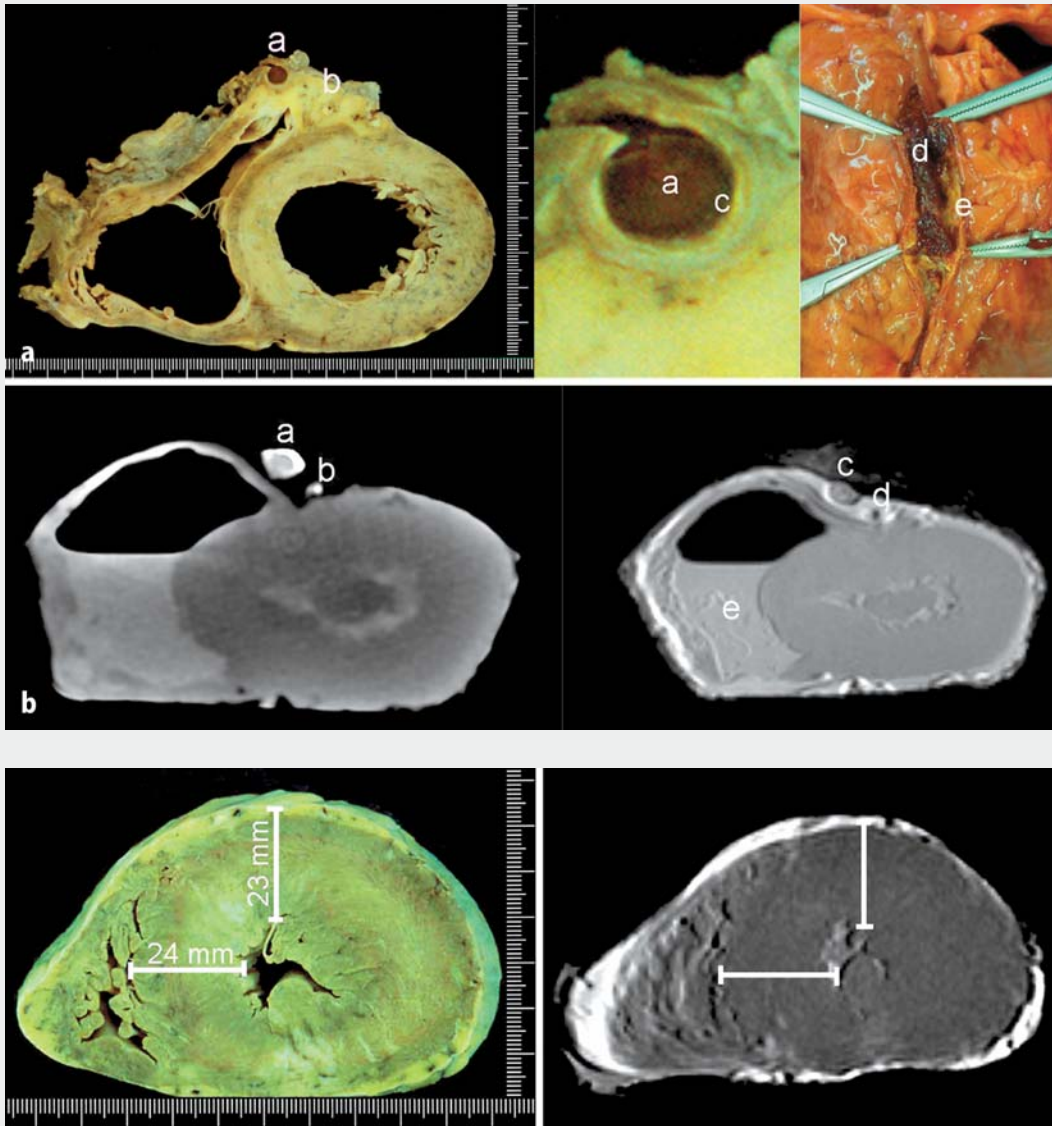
◀ a Thrombotisch verschlossener Single-Venen-Bypass (a) auf den nahezu verschlossenen RIVA (b), deutliche Kalkeinlagerung in die Venenwand (c), Thrombuslage (d) in verkalktem Veneninterponat (e), Abb. 7b Thrombosierung des Single-Venen-Bypass aus Abb. 7a: links im CT-Bild: Hyperdensität der Venenwand durch Kalkeinlagerung (a) und des RIVA (b). Rechts im MRT-Bild: fehlende Darstellung der Venenwand (c) und des RIVA (d) durch verkalkungsbedingte Signalauslöschung; Leichenblut (e) und Gas im rechten Ventrikel
